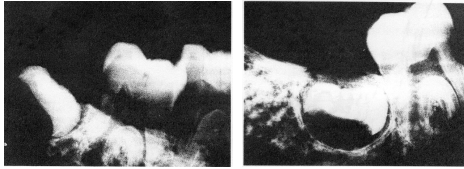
d'après G.Attila Radiographies rétro-alvéolaires des secteurs postérieurs mandibulaires
